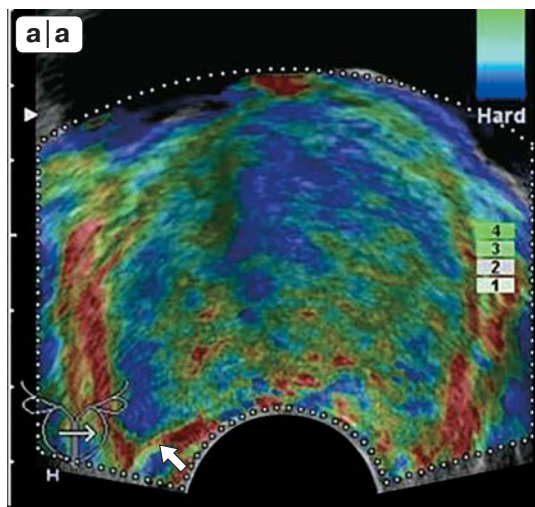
ТРУЗИ предстательной железы пациента Ф., 53 лет (аксиальная плоскость). Режим компрессионной соноэластографии (а) и В-режим (б). Метка датчика соответствует левой доле предстательной железы. В левой доле в зоне PZpl определяется асимметричное повышение жесткости при эластографии (синий цвет) без явного гипоэхогенного очага в В-режиме (тип 3 по Kamoi et al. (2008)) – участок подозрителен на рак (стрелка).
